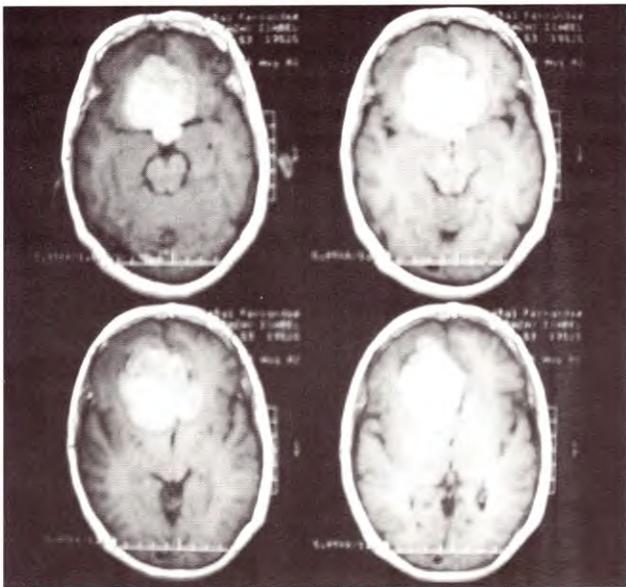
IRM que mostró una tumoración hiperintensa selar y supraselar
